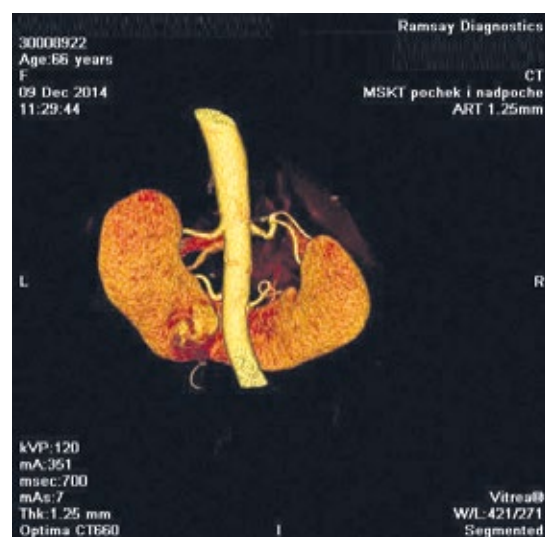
3-D реконструкция КТ-исследования у больной Б., 66 лет (вид сзади)
